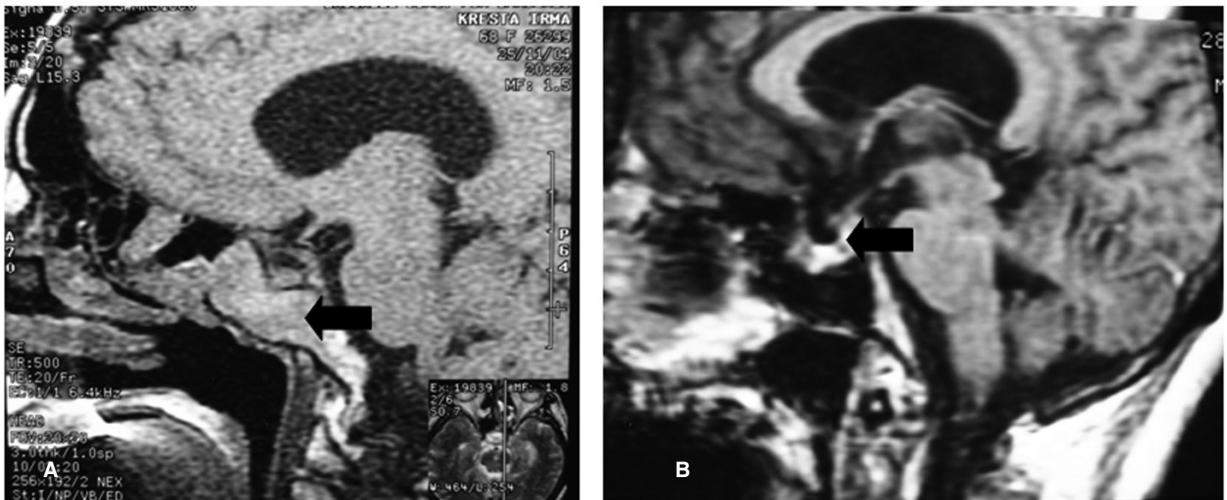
A: RMN, corte sagital con evidencia de re-crecimiento de la masa y obliteración del seno esfenoidal. La flecha negra señala la lesión; B: luego de resección endoscópica. La flecha negra indica la lesión.
